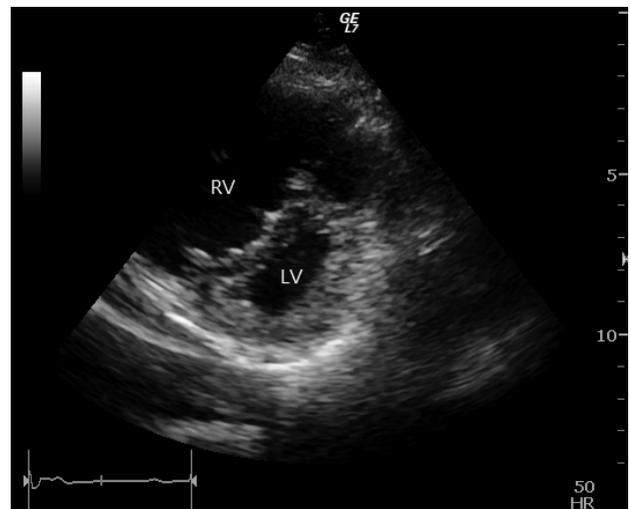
Parasternal short axis view of an echocardiogram in case 1 showed RV dilatation, a D-shaped LV, and flattening of the interventricular septum. RV, right ventricle; LV, left ventricle.
